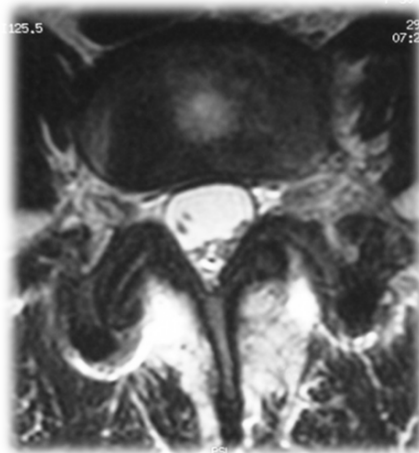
Imagen de resonancia Magnética que demuestra la presencia de rehidratación del disco y mantención de la altura discal.
